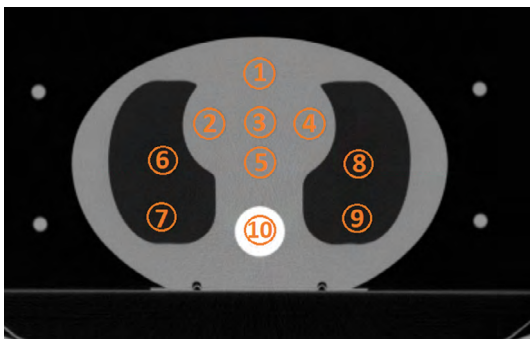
Расположение вставок в фантоме при сканировании на КТ.
